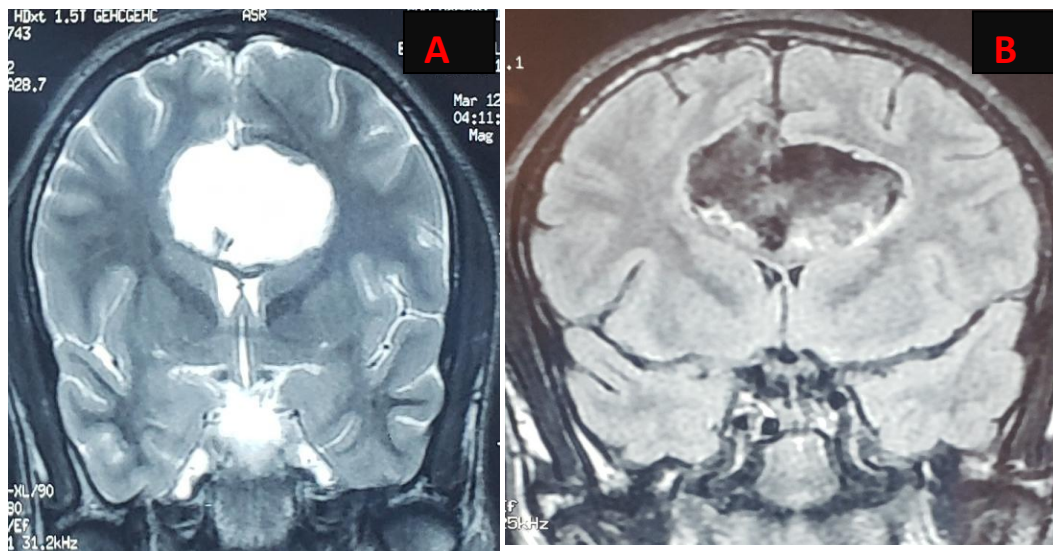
IRM coupes coronales, séquence T2(A) montrant cette lésion en hyperintense et refoulant le corps calleux en bas, et la séquence FLAIRE(B) montrant cette lésion qui apparaît hétérogène.
